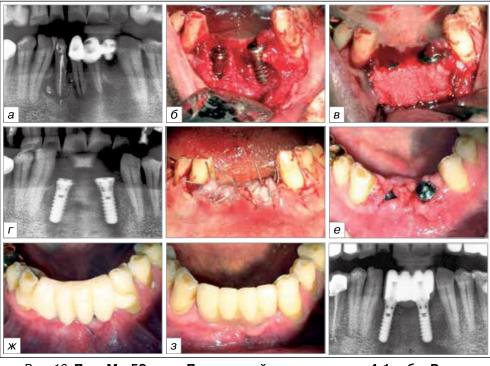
Пац. М., 52 года. Продольный перелом корня 4.1 зуба. Радикулярная киста нижней челюсти в области 3.1, 3.2, 4.1, 4.2 зубов. Патологическая истираемость зубов на фоне травматической окклюзии. На рентгенограмме (а) видна вероятная причина перелома 4.1 зуба в виде нестабильной ортопедической конструкции. Вид дефекта челюсти после удаления 3.1, 4.1, 4.2 зубов, хирургической обработки раны и одновременной имплантации в области 3.2, 4.2 зубов (б). Вид (в) и рентгенологическая (г) картина после имплантации и пластики кистозного дефекта коллагеном. Вид после наложения (д) и снятия швов (е), с иммедиат-протезом (ж). Вид (з) и рентгенологическая картина (и) после протезирования
